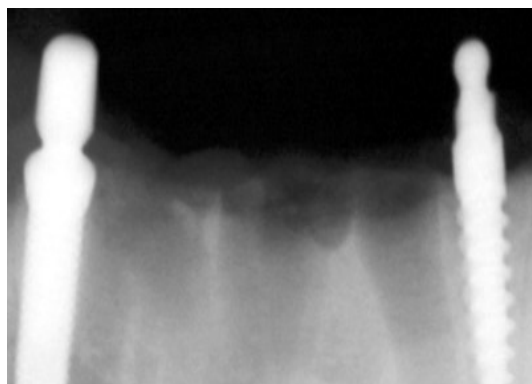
Periapical radiography after immediately TI placement
